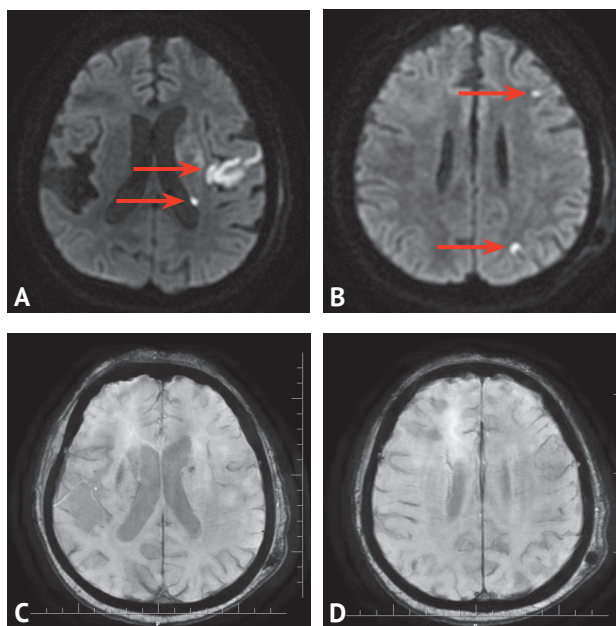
Магнитно-резонансная томография головного мозга: A, B — диффузионно-взвешенное изображение (режим DWI), стрелками указаны участки ограничения диффузии, соответствующие острой церебральной ишемии; C, D — режим T2 star weighted angiography, геморрагической трансформации не выявлено
